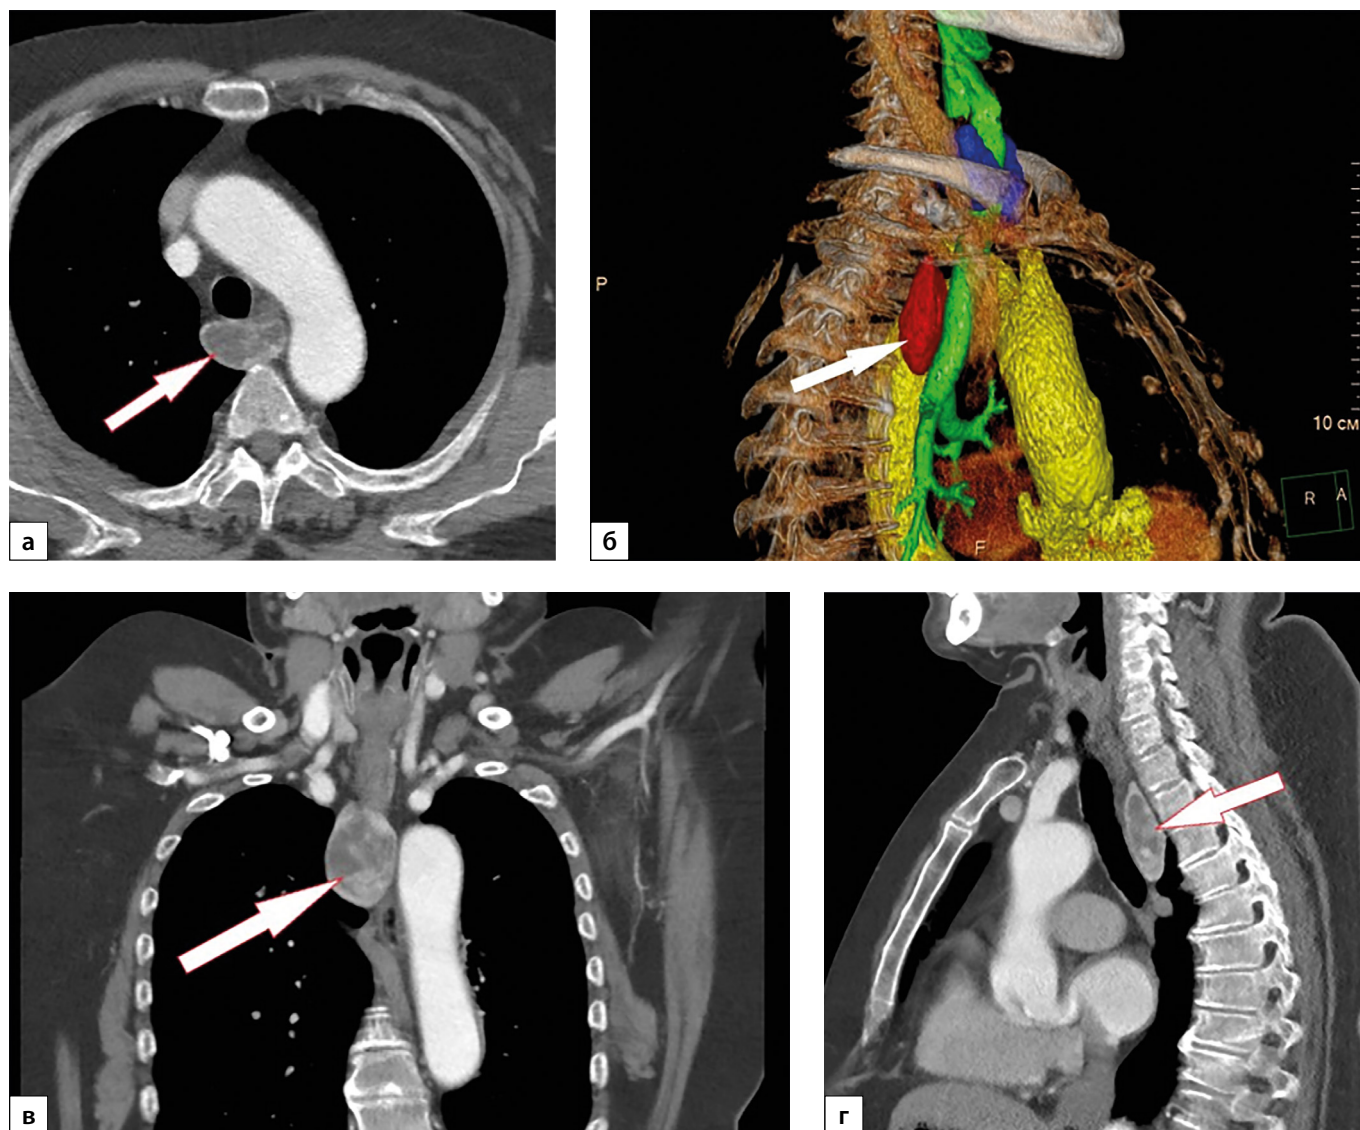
СКТ ОГК с контрастированием.
